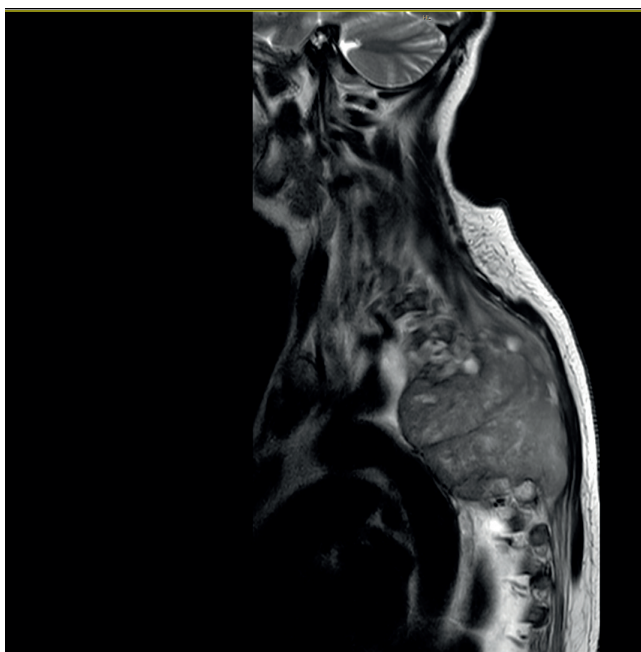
RM vertebral: masa de partes blandas en pared torácica izquierda que engloba los arcos costales de 2.<sup>a</sup> a 7.<sup>a</sup> costillas y destruye parcialmente los cuerpos vertebrales de D3 a D5.
